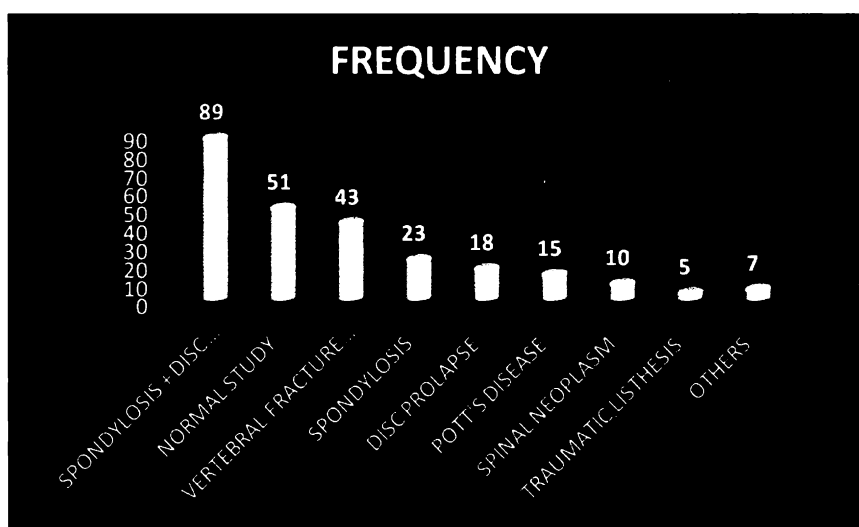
Common findings from spinal MRI
